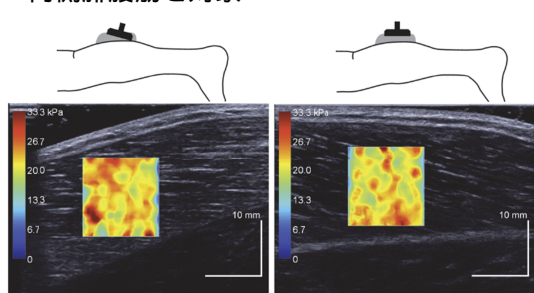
紡錘状筋である上腕二頭筋(上段)および羽状筋である内側腓腹筋(下段)を対象に、プローブに対して筋束が平行(左)あるいは斜め(右)になるように撮像した際の超音波剪断波エラストグラフィの典型例
